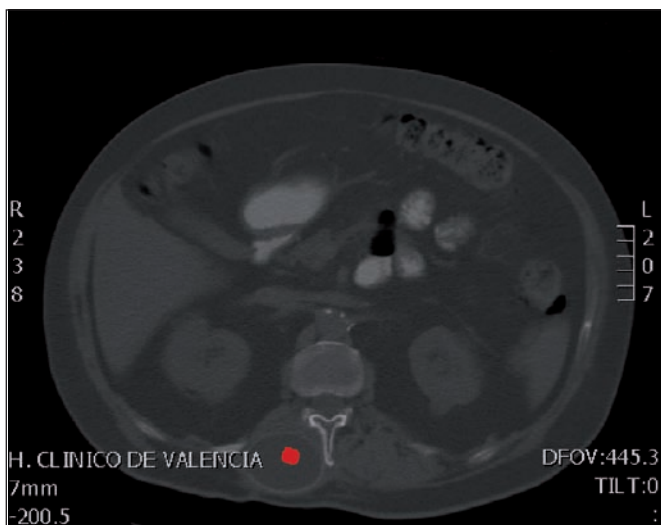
TAC abdominal de control postoperatorio a 1 y 4 meses donde se aprecia adecuada cobertura de tejidos blandos sobre el expansor (marcado con punto rojo) y sin signos de complicación local como seroma o pérdida de volumen.
